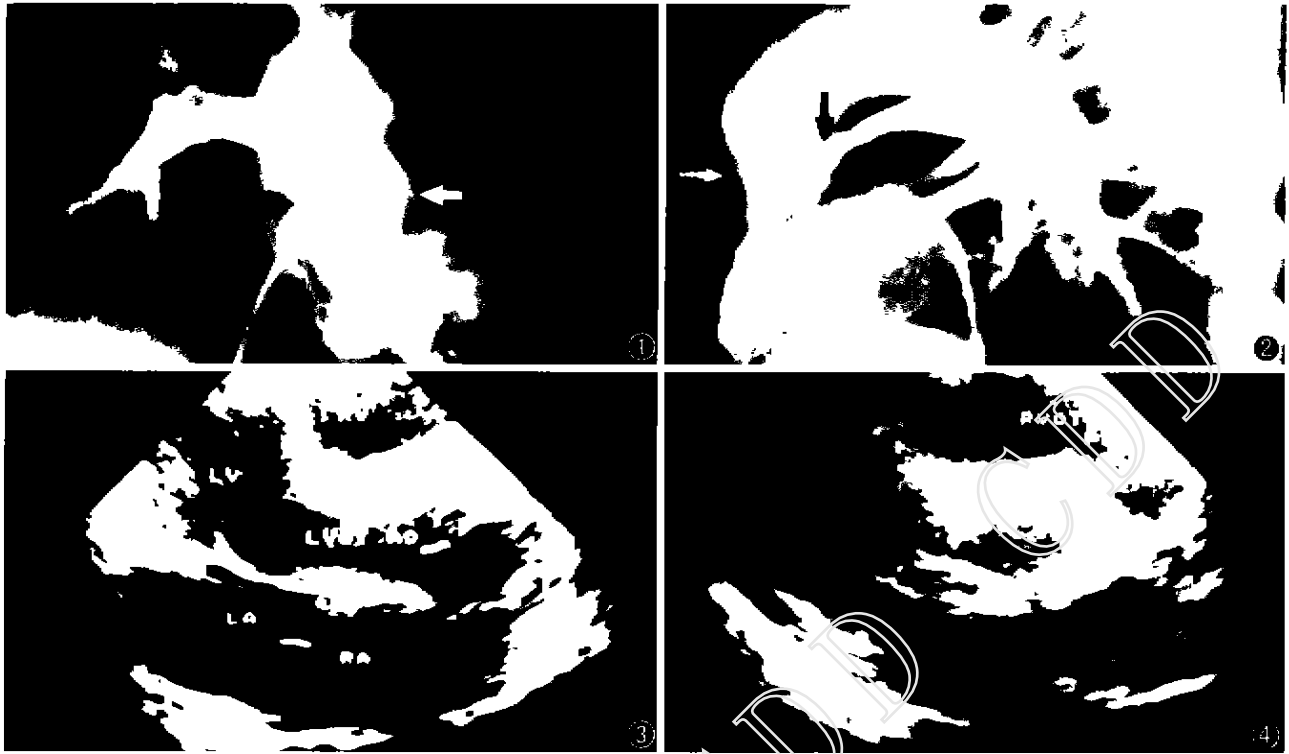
2 选择性忧心造影,图 1 前后位片;图 2 侧位片(白色箭头示主动脉,黑色箭头示狭窄的肺动脉) 图 3,4 术后超声心动图复查结果,图 3 内隧道通畅;图 4 外管道通畅
